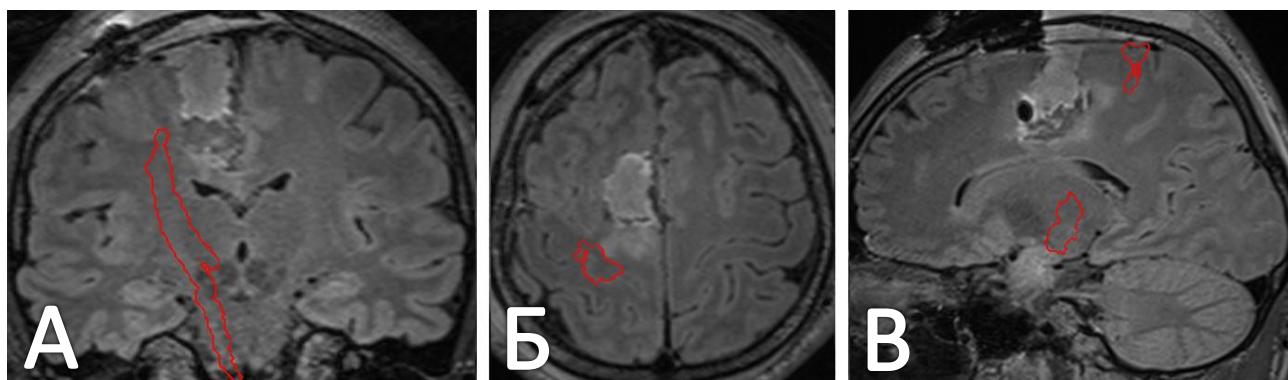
Послеоперационная МРТ головного мозга пациента Л. с дополнительным проведением реконструкции КСТ (обозначен красным цветом). А. Коронарный срез МРТ в последовательности Т2-ВИ FLAIR. Б. Аксиальный срез МРТ в последовательности Т2-ВИ FLAIR. В. Сагиттальный срез МРТ в последовательности Т2-ВИ FLAIR
